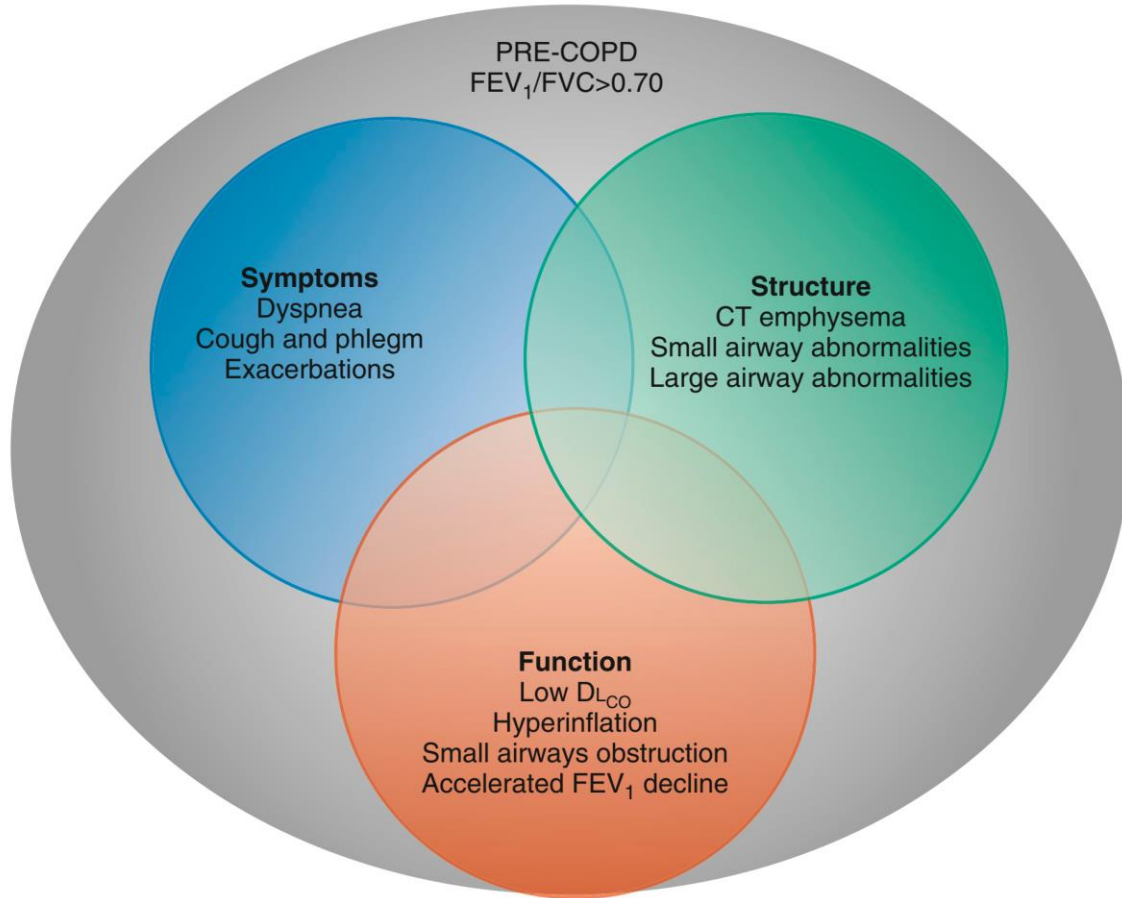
Conceptualized understanding of the relationships among symptoms, structure, and function with respect to pre-COPD. COPD = chronic obstructive pulmonary disease; CT = computed tomography.
